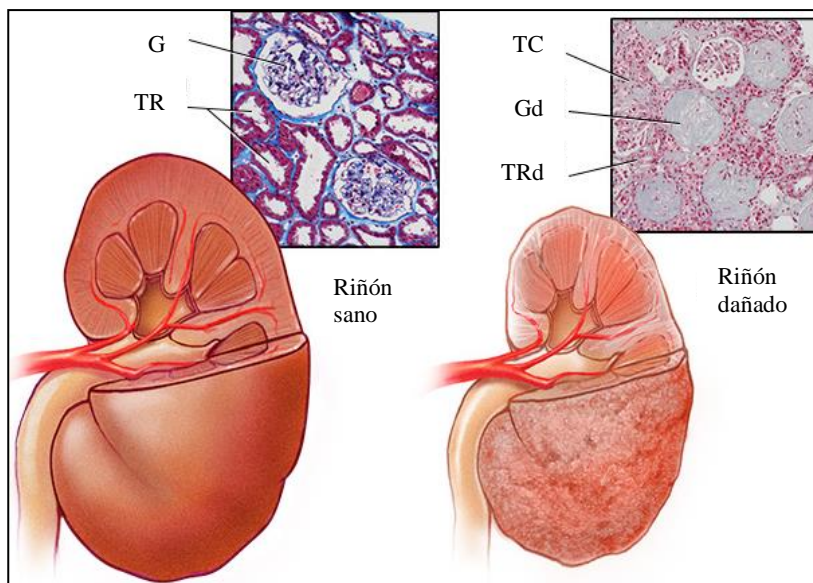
Ejemplificación de las condiciones visuales de un riñón sano y uno con ERC. A la izquierda se muestra una imagen de un riñón sano y una tinción de tejido renal sano, en donde se muestran túbulos renales (TR) y glomérulos (G) bien definidos. A la derecha, una imagen de un riñón dañado con ERC en donde se visualizan tejido cicatricial (TC) y cambios estructurales, tanto en el exterior como en la forma y tamaño de glomérulos (Gd) y túbulos renales dañados (TRd) presentes en la tinción. (Mayo Foundation for Medical Education and Research, 2021).
